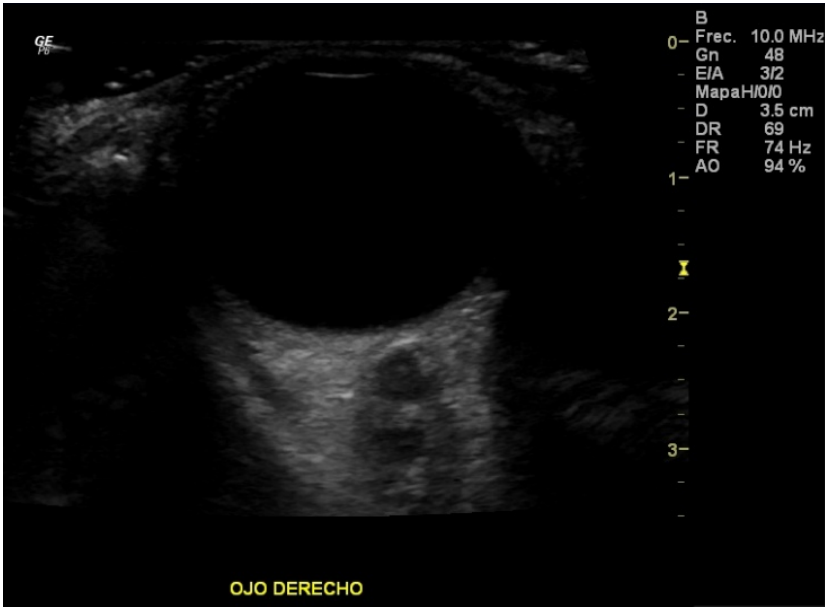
Estudio de ultrasonido a escala de grises del ojo derecho posterior al ojo se observa una imagen redonda, hipoecoica y circunscrita que corresponde a la cabeza del nervio óptico.
